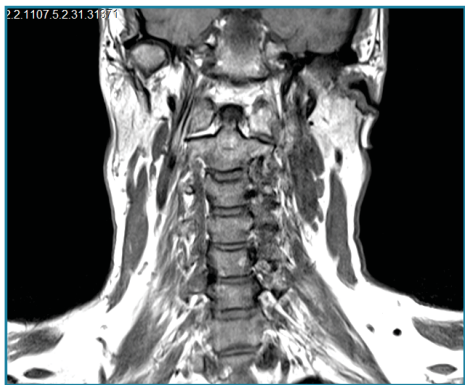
МРТ шейного отдела позвоночника пациента А. (front)
